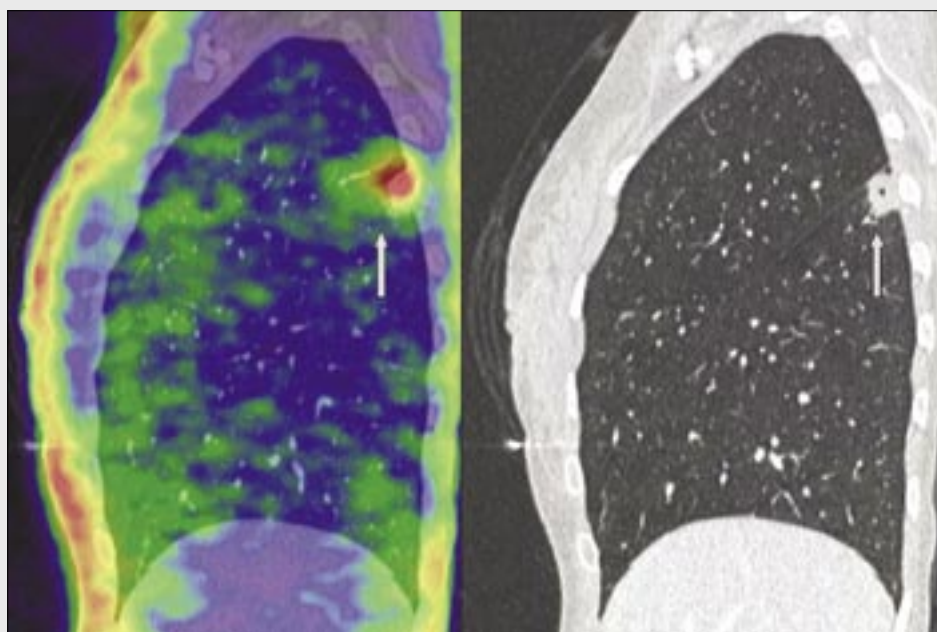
Bakteriální pneumonie, ústup nálezu po léčbě širokospektrými antibiotiky; vlevo PET, vpravo HRCT
